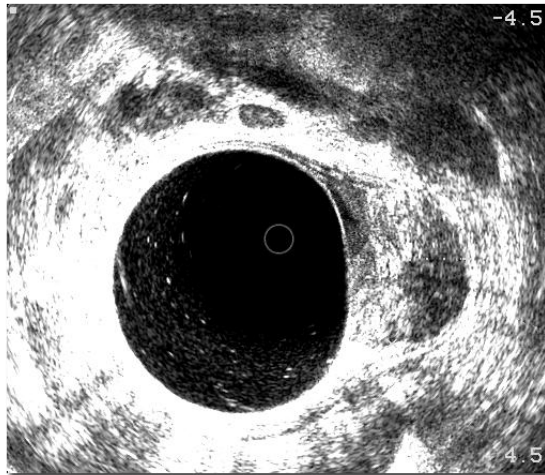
Immagine ecografica di un adenoma villosa (uT0).
